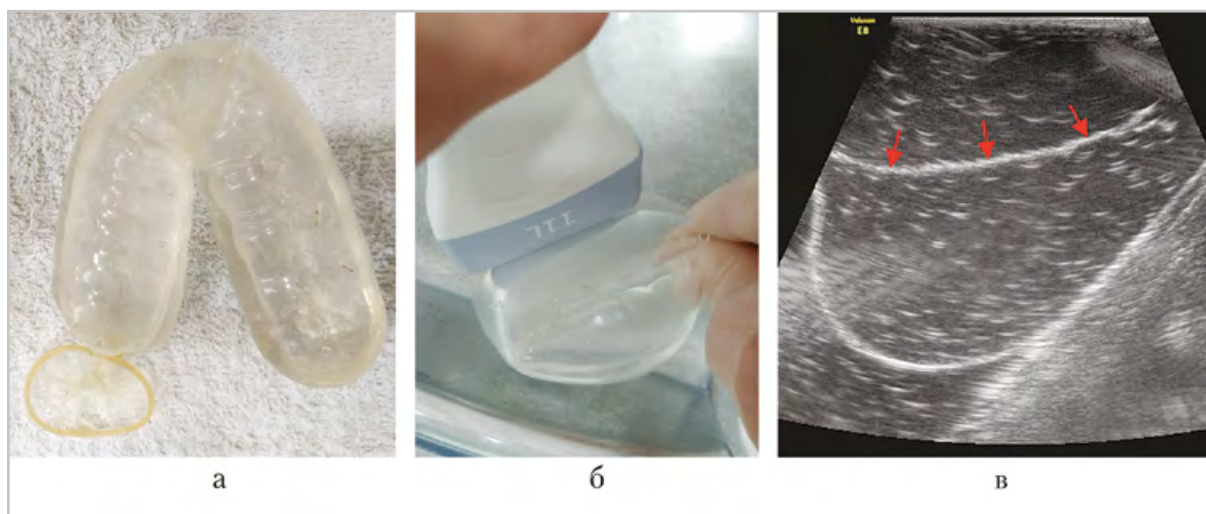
Модель заворота желудка: *а* — внешний вид модели; *б* — выполнение УЗИ модели; *в* — складка стенки деформированной модели (2 слоя), эхографически симулирующая внутрипросветную мембрану (стрелки)
